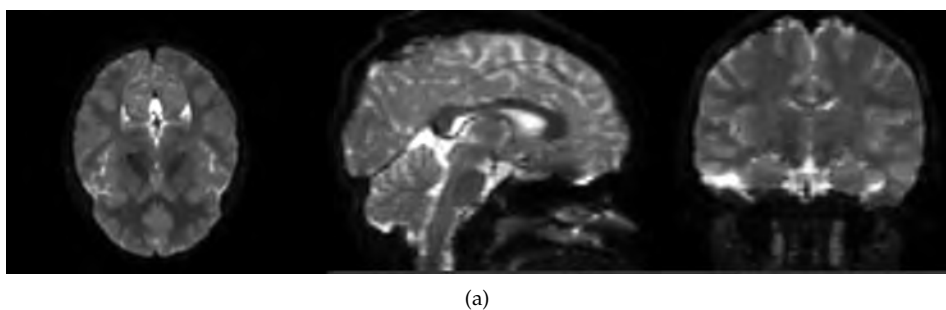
MRI de difusión de un paciente control: Vista axial, sagital y coronal de MRI DWI.
